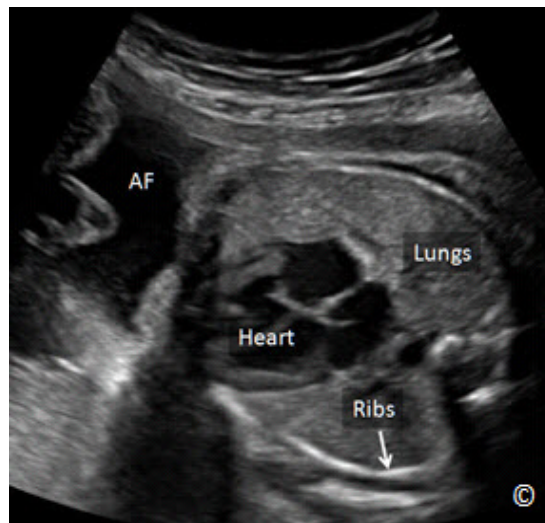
Imagen de ultrasonido de dos dimensiones del tórax fetal a nivel de la vista de cuatro cámaras. Note las diversas gradaciones de gris con las costillas siendo las más brillantes (ecogénicas), seguido de los pulmones y el corazón. El líquido amniótico (AF) es de color negro (sin eco o anecoico), que refleja una débil intensidad del eco de retorno.
